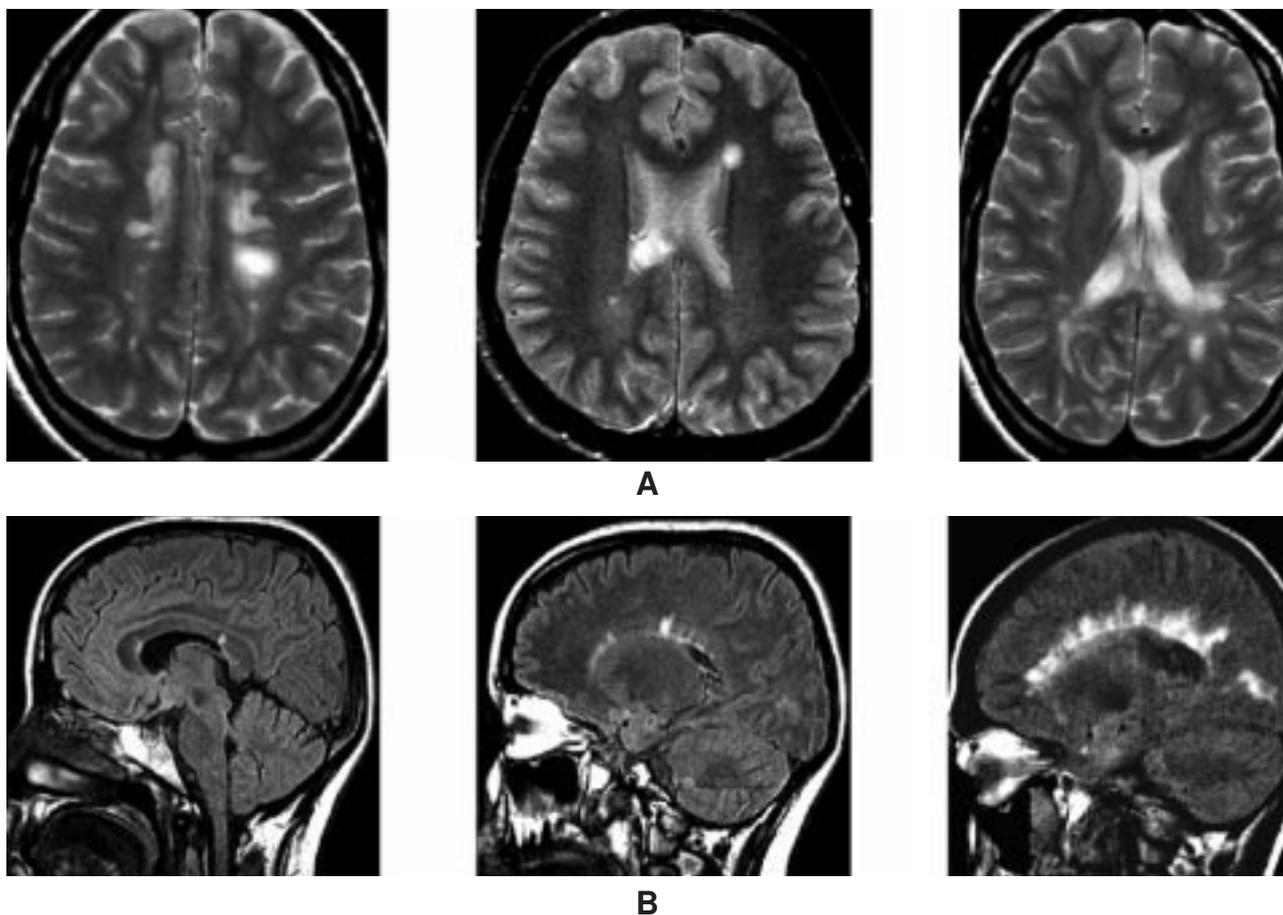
A) Secuencias potenciadas en T2 en un paciente con EMCD. Se observan lesiones características en situación periventricular, algunas de morfología ovoidea. B) RM craneal de paciente con EMCD. Lesiones hiperintensas que rodean el cuerpo calloso adoptando una disposición radial.
